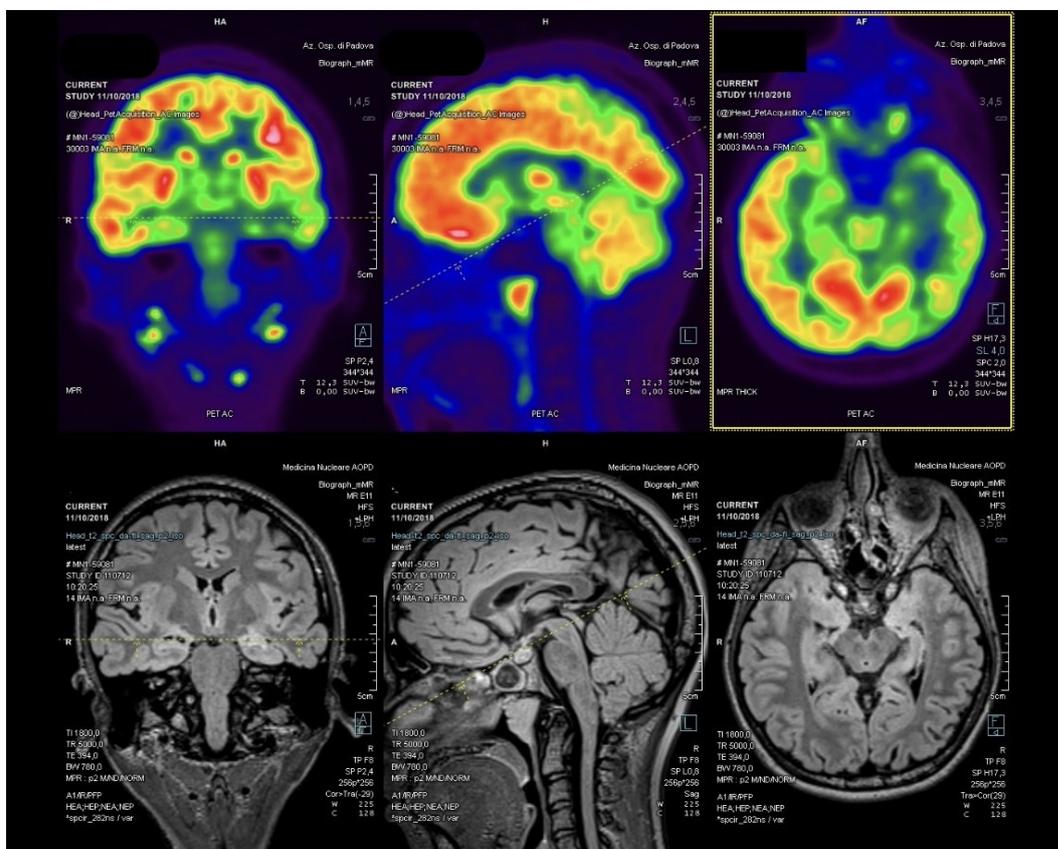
Risultato della 18F-FDG PET/MRI ibrida nel paziente 2.
